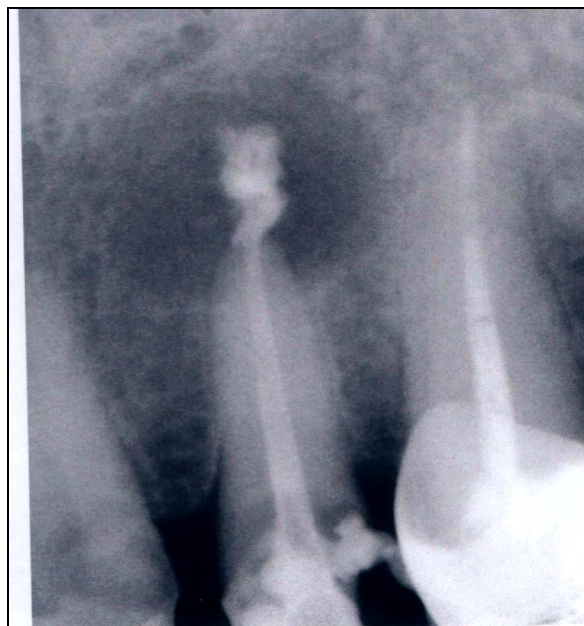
Цифровая рентгенограмма (в области верхушки корня 22-го зуба определяется дефект, контуры расплывчатые, по периферии нечетко выраженный ободок склероза, периодонтальные щели визуализируются не четко)
